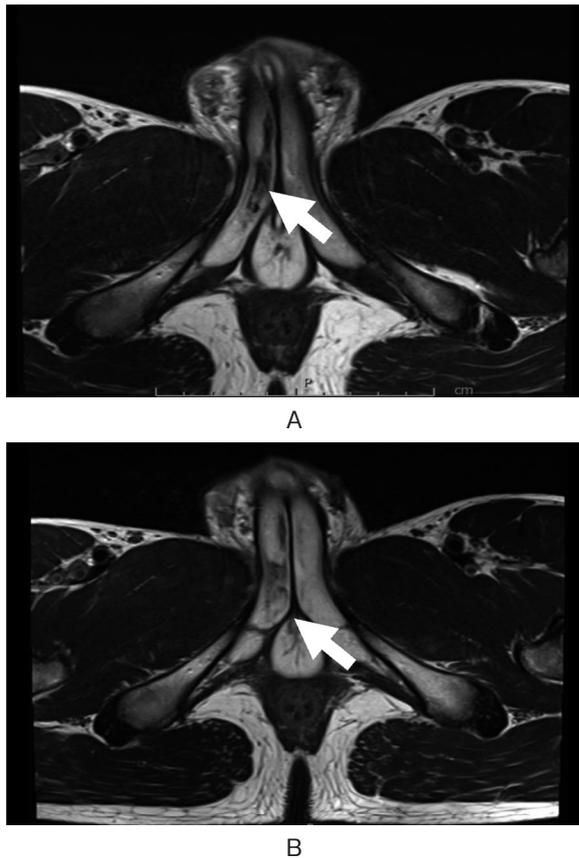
(A) MRI showed a low signal intensity in the right corpus cavernosum (arrow). (B) MRI showed improvement in low signal intensity of right corpus cavernosum (arrow).
